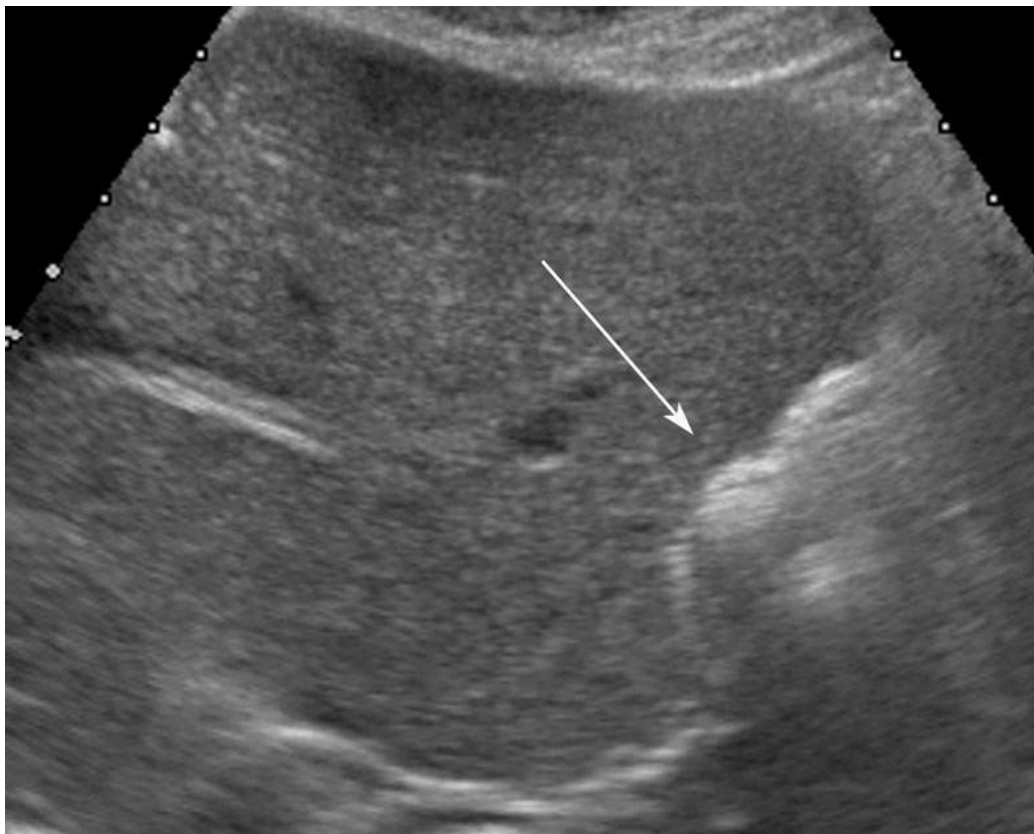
Aspect échographique, en coupe transversale, d'une sous-segmentectomie II. La tranche de section est matérialisée par les clips hyperéchogènes laissés sur les pédicules vasculo-biliaires de la tranche de section et a un aspect d'encoche (flèche).
